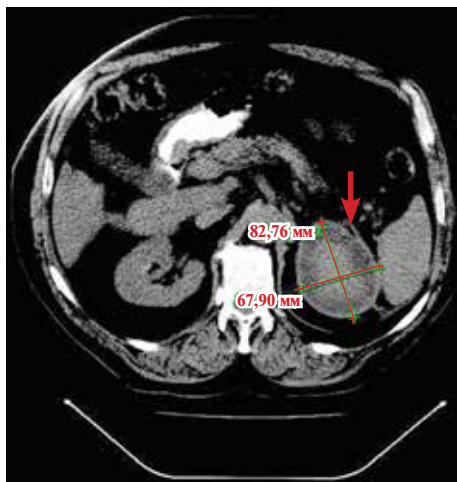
Компьютерные томограммы в аксиальной проекции: солидное кистозное образование левого забрюшинного пространства (указано стрелкой). А – с указанием размеров кисты. Б – с указанием плотности кисты (НУ).
